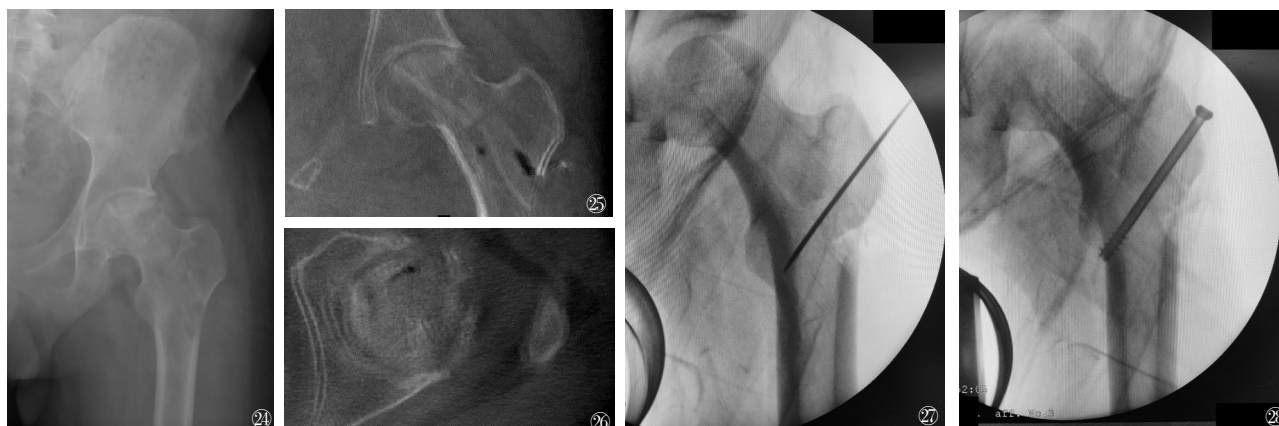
~28 患者术后正位X线(图24)和CT(图25、26)扫描图像显示植骨块与塌陷区基本齐平。为确保植骨块位置牢固,可在C型臂透视下置入螺钉辅助固定(图27 导针位置;图28 使用空心螺钉固定移植骨块)
